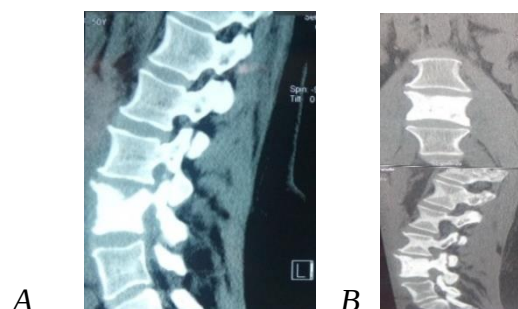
CT coloanei vertebrale lombare. A,B secțiuni sagitale, prezența corpului vertebral L4 total sclerotic (osteocondensare).
